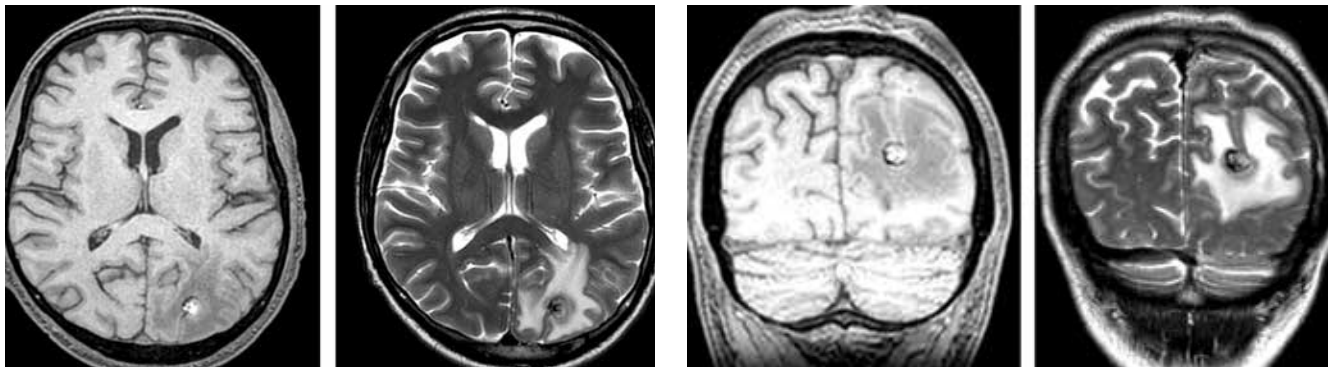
Магнитно-резонансная томография головного мозга от 22.06.2022. Радионекроз тканей головного мозга на месте облученного метастаза
